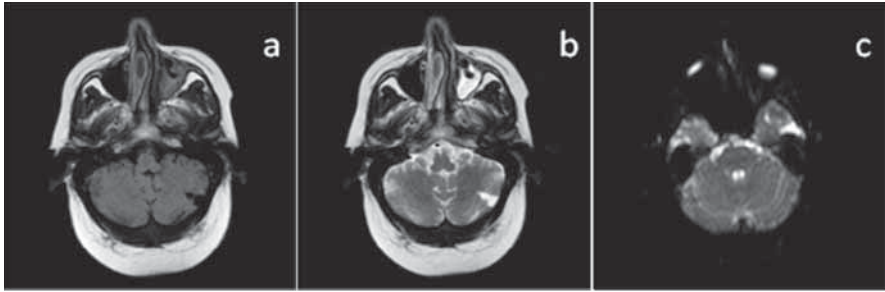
Imágenes de resonancia axial centrada en hemisferios cerebelosos y potenciada en Flair (a), T2 (b) y secuencia de difusión (c). En la que se objetiva lesión triangular en hemisferio cerebeloso izquierdo compatible con infarto cerebral crónico. Objetívase la ausencia de atrofia cerebral significativa.
